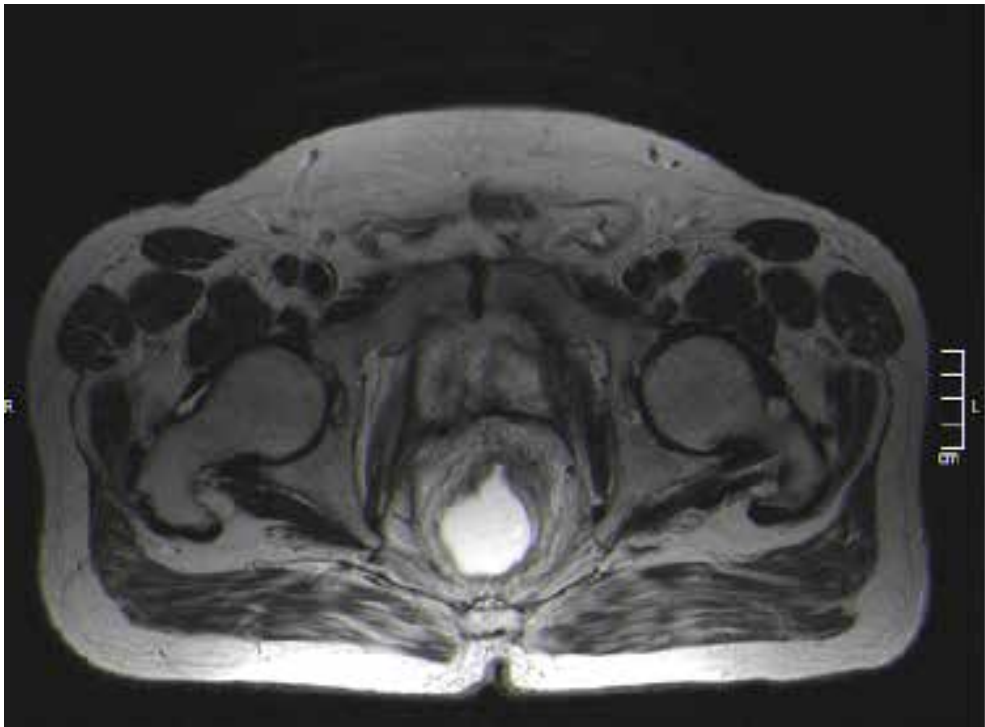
Resonancia Magnética. Diciembre 2012. Engrosamiento de la cara anterior rectal que infiltra la grasa mesorrectal, T3N0.
